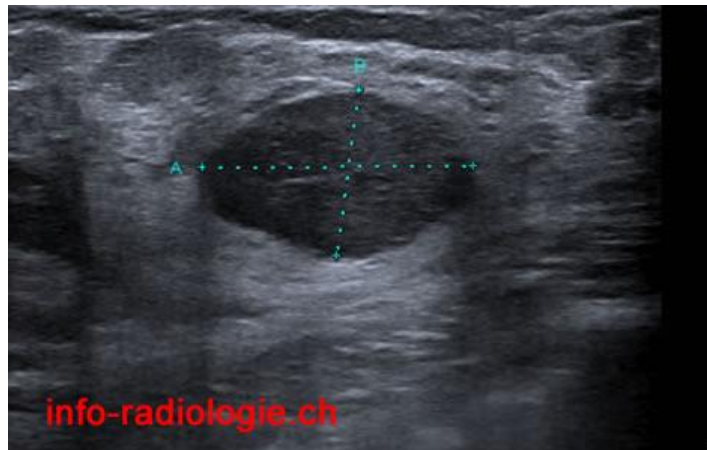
Aspect échographique d'un adénofibrome
